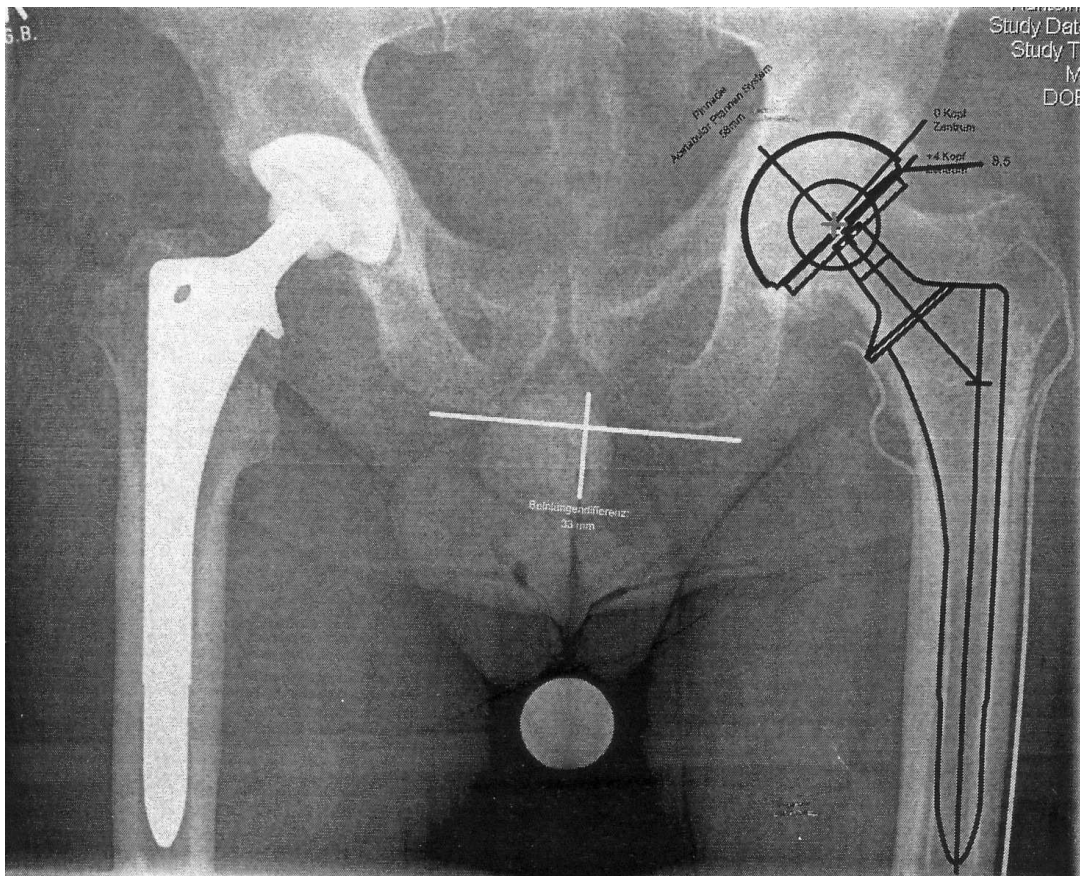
Standartröntgenaufnahme anterior-posterior Projektion nach bereits durchgeführten präoperativen Planung.
